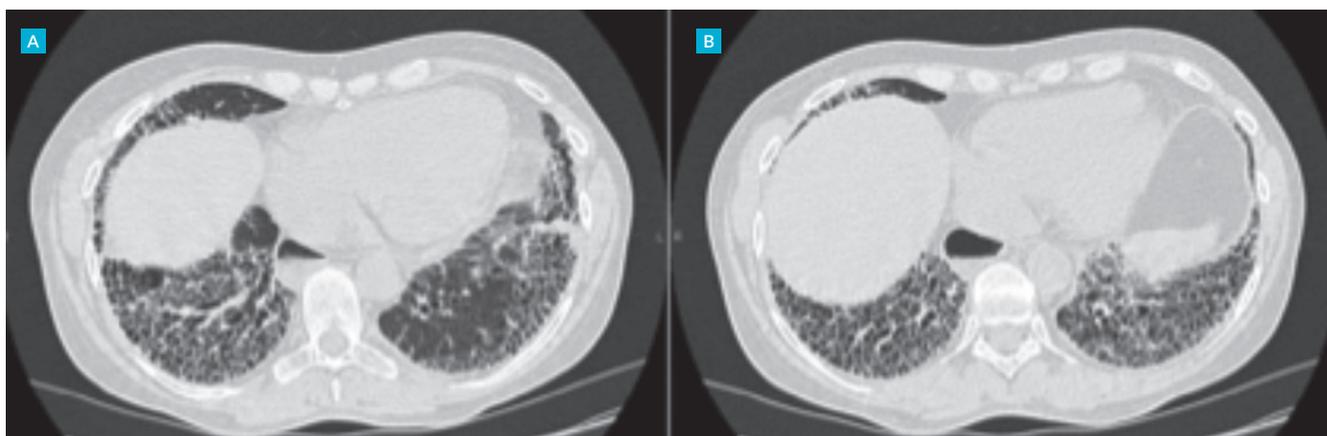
Tomografia computadorizada torácica que revela padrão em favo de mel, sobretudo em ambas as bases, opacidades reticulares, distorção arquitetural e bronquiolectasias de tração.
